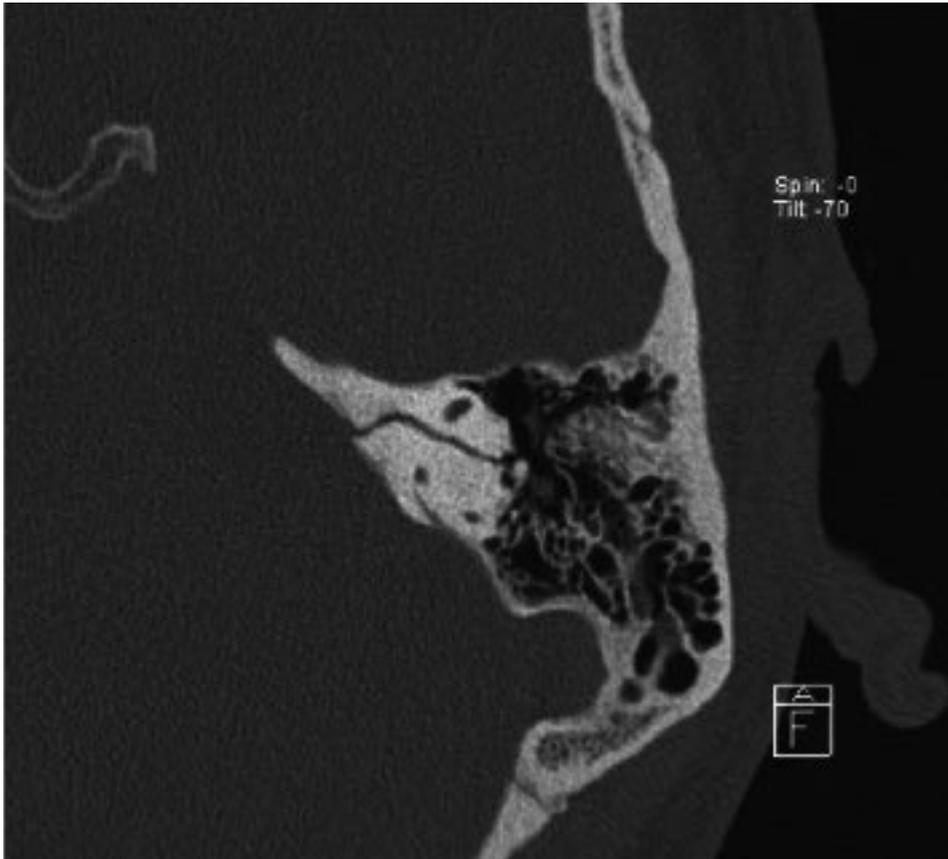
TC ASSIALE. Rima di frattura a decorso trasversale
